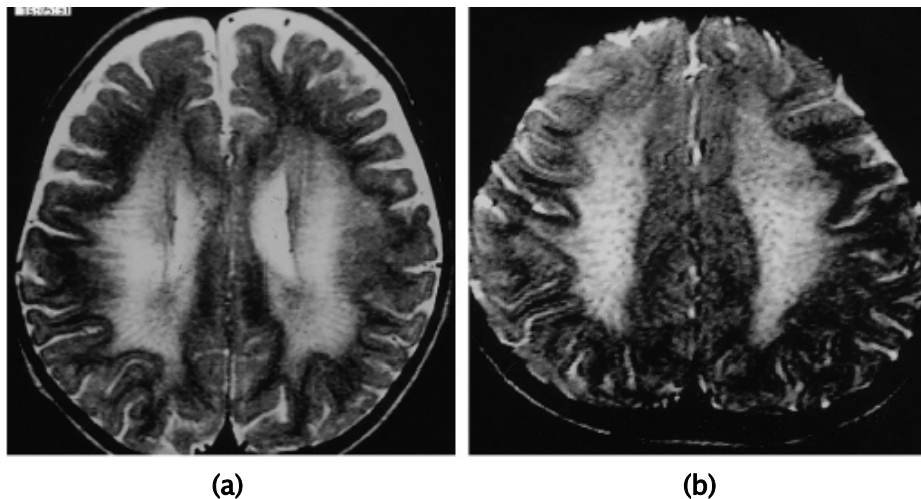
aspect à l'IRM cérébrale d'un cas de LDM
